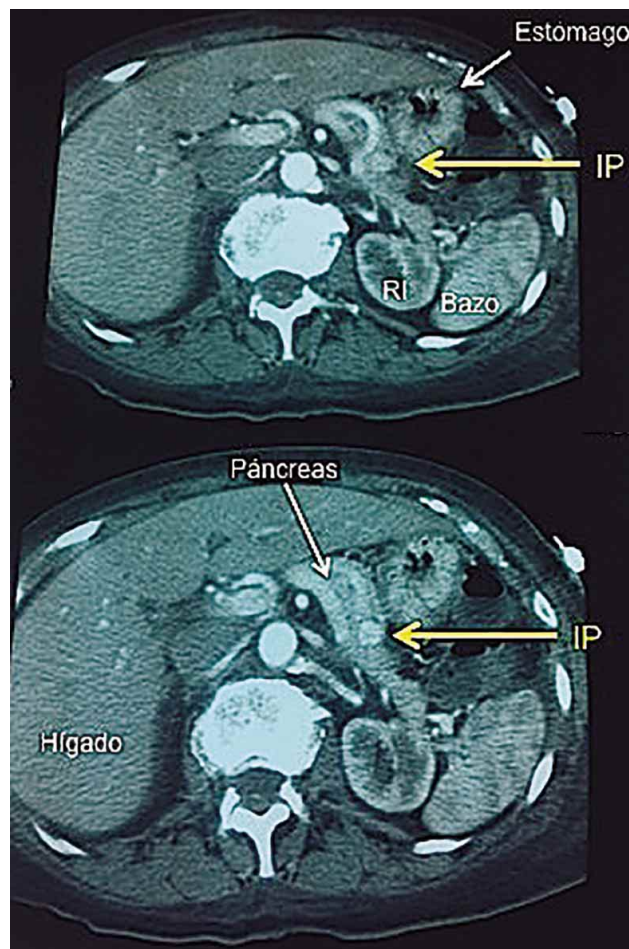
TC abdominal con contraste, que permite apreciar un insulinoma (estructura blanquecina apuntada por la flecha amarilla) en el cuerpo del páncreas. El estómago contiene aire (negro) y líquido (gris oscuro). Se aprecian además el riñón izquierdo (RI) y el bazo.
